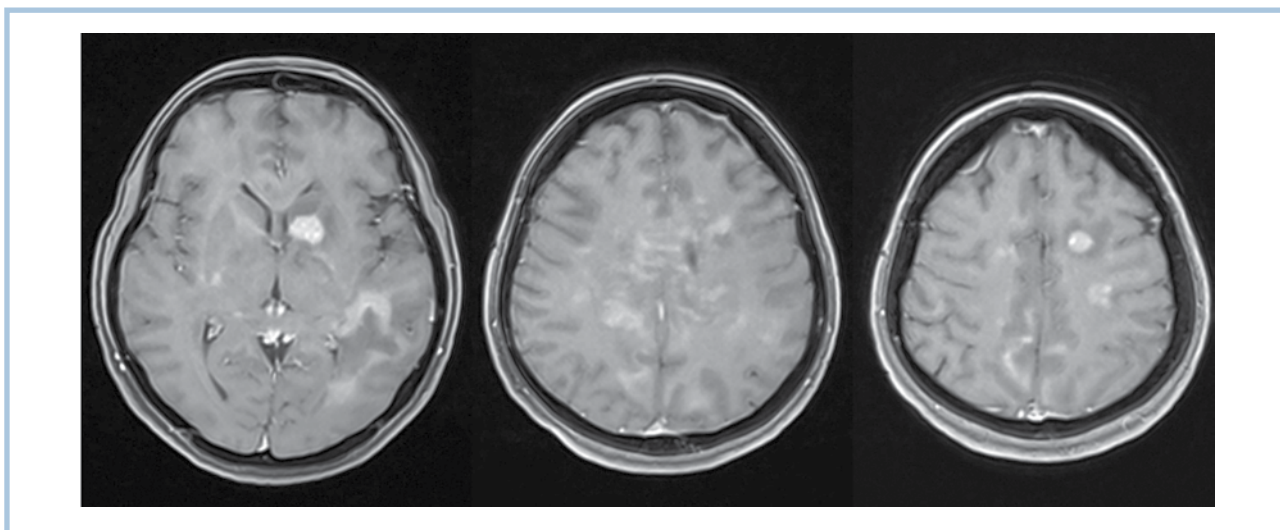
МРТ-срезы головного мозга пациентки Д. с множественными очаговыми изменениями.
